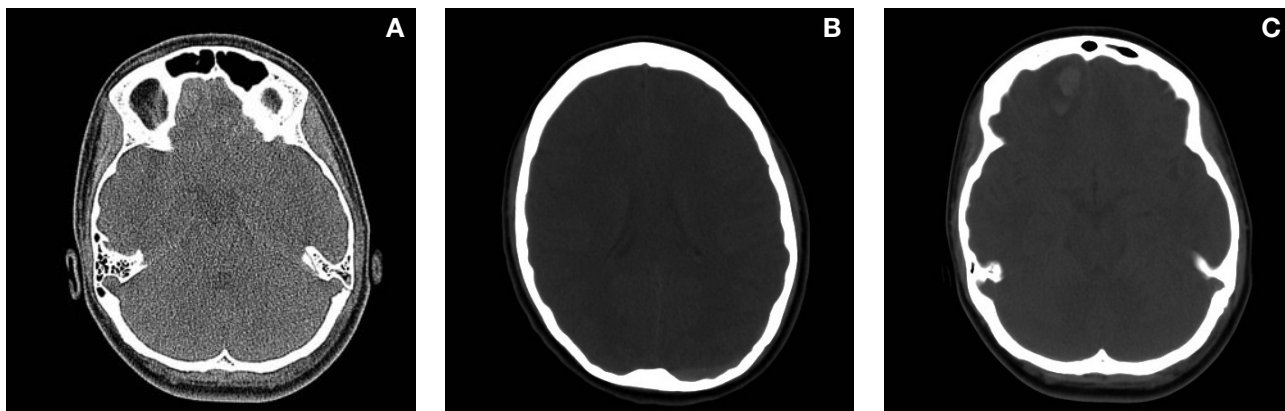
TAC de crani en què es visualitza una fractura longitudinal del penyal esquerre (A), un hematoma epidural parietooccipital esquerra (B) i contusions hemorràgiques frontobasals dretes amb edema perilesional (C).
